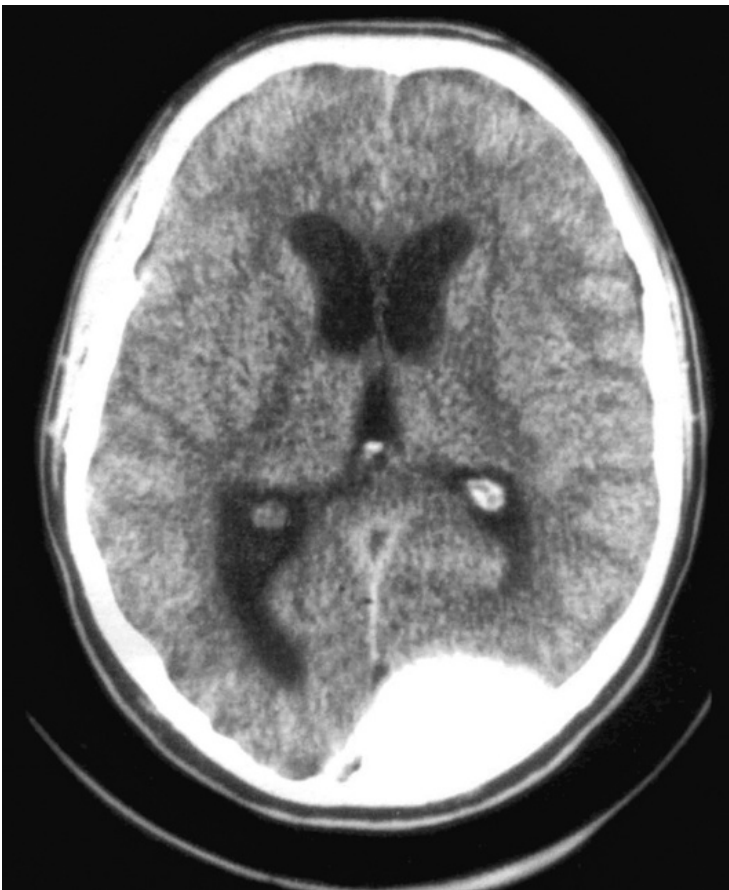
Субарахноидальное кровоизлияние (компьютерная томограмма)
